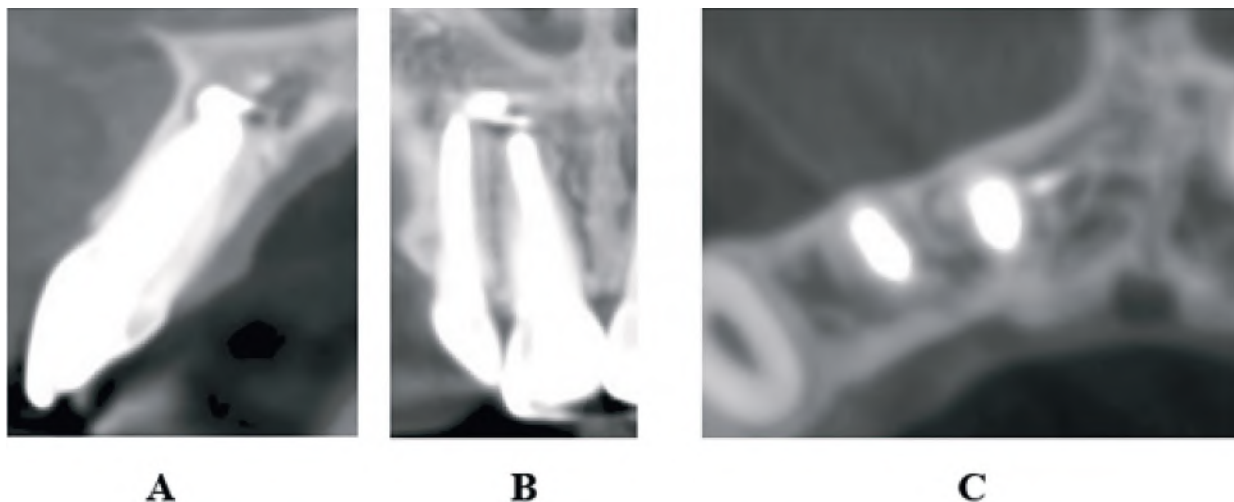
A, B, C – CBCT after 2 years.
